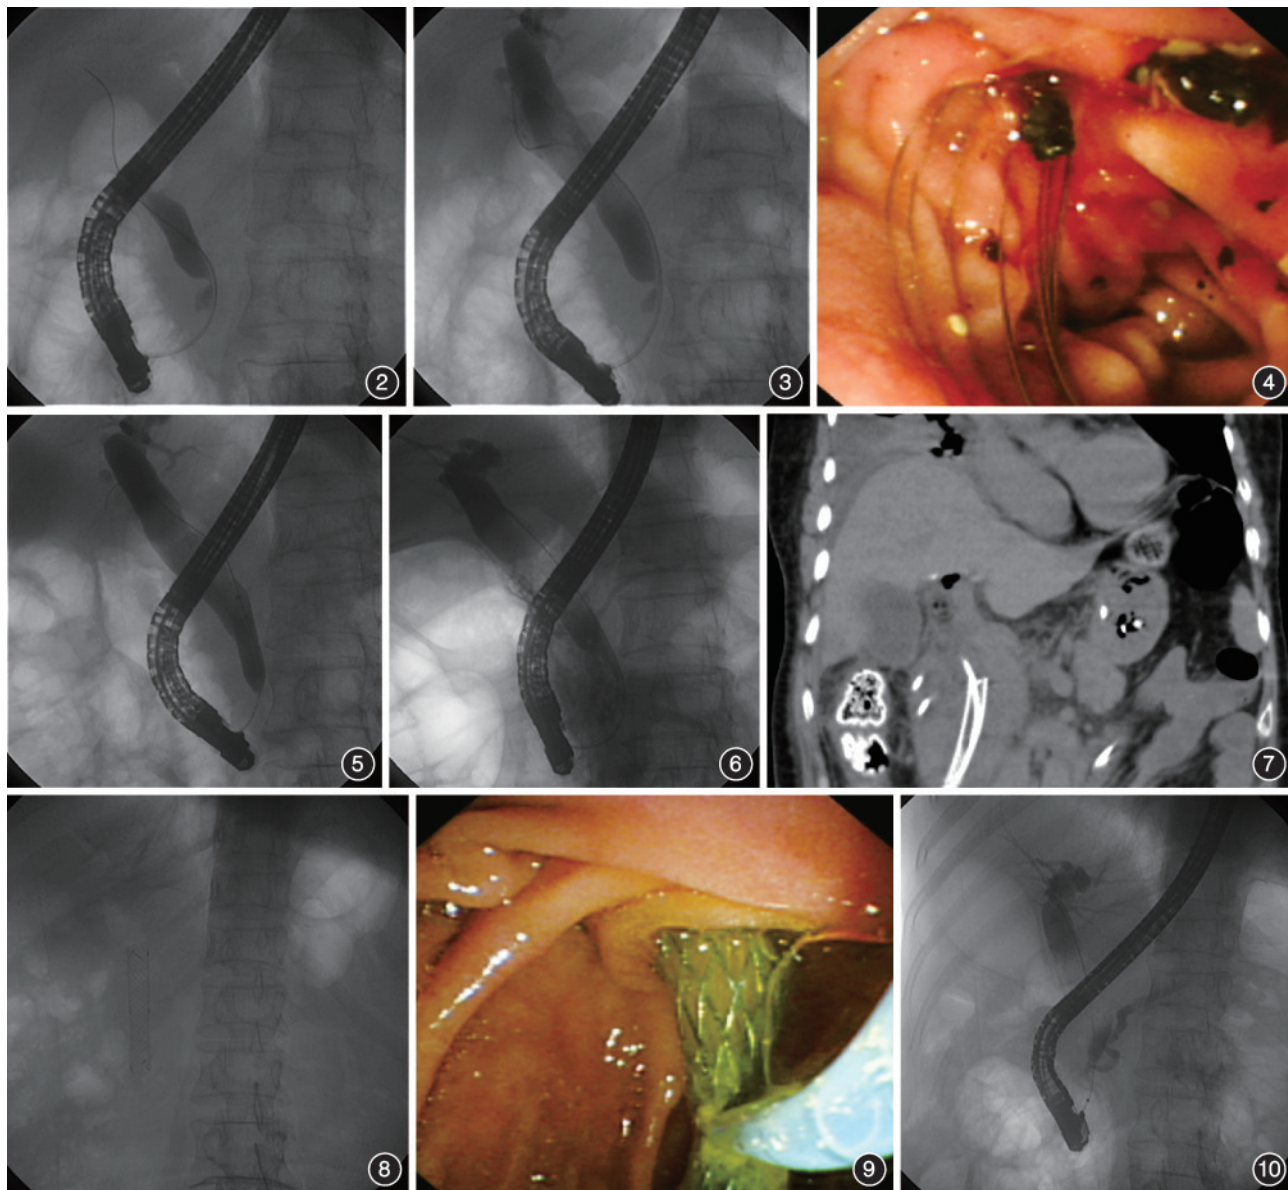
胆管造影示胆总管下段见一长约 5 mm 偏心性狭窄段,边缘规则 图3 胆管造影示胆总管下段见一长约 5 mm 偏心性狭窄段,边缘规则,近端肝内外胆管明显扩张 图4 乳头小切开后用取石网篮取净结石 图5 直径 8 mm 胆道扩张球囊扩张狭窄段及乳头部 图6 X 光透视下见造影剂外渗提示狭窄段处胆管穿孔 图7 术后第 1 天行上腹部 CT 提示十二指肠肠周积气,伴包裹性炎性积液,胰头钩突周围渗出、升结肠旁渗出及右侧肾周渗出,肝周少量积液 图8 出院后 3 个月行内镜逆行胰胆管造影术,见支架在原位 图9 圈套器取出胆道支架 图10 取石球囊缓慢探查胆管时胰管显影,胰管汇入胆管,术中诊断胆胰合流异常(P-B 型)
